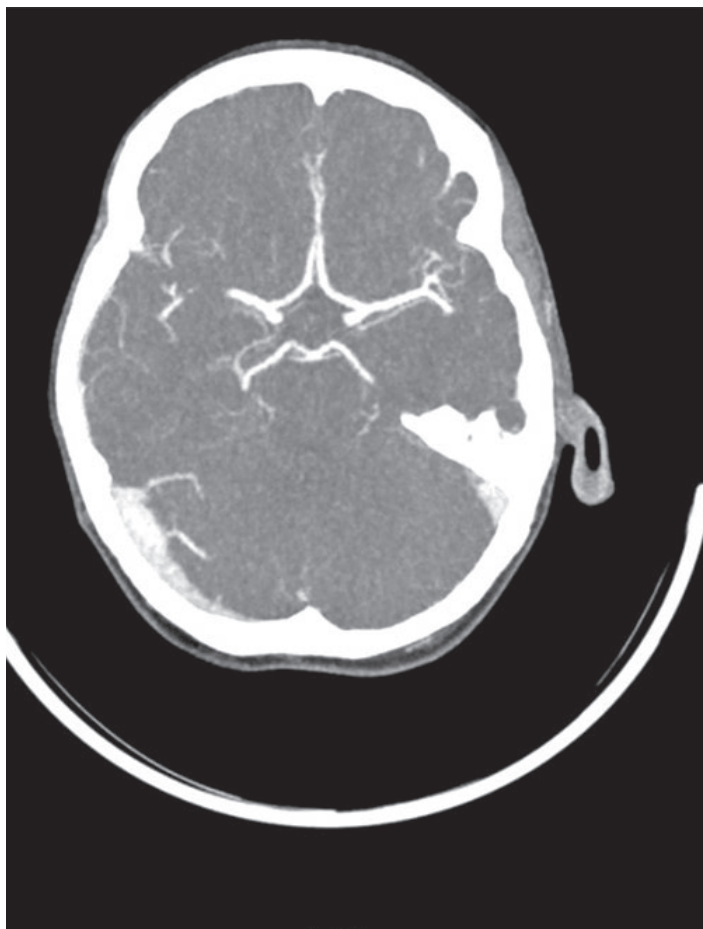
Компьютерная томограмма сосудов шеи и головы (от 11.12.2023). Кровоток по сосудам головного мозга не изменен
